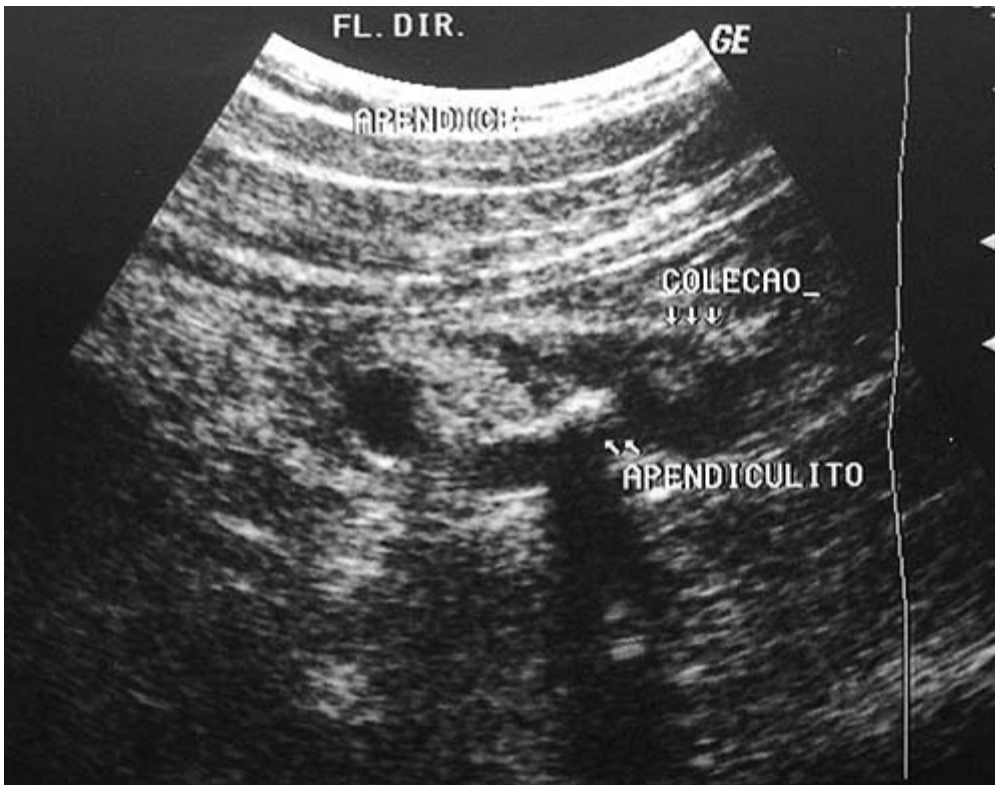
Paciente do sexo masculino, 21anos de idade. Radiografia simples do abdome demonstra calcificação arredondada (apendicolito) situada junto ao bordo superior da asa do osso íliaco em topografia do flanco direito (A). A ultra-sonografia mostra coleção líquida, heterogênea, situada anteriormente ao músculo psoas, com imagem de calcificação inclusa (plastrão com imagem de apendicolito).
